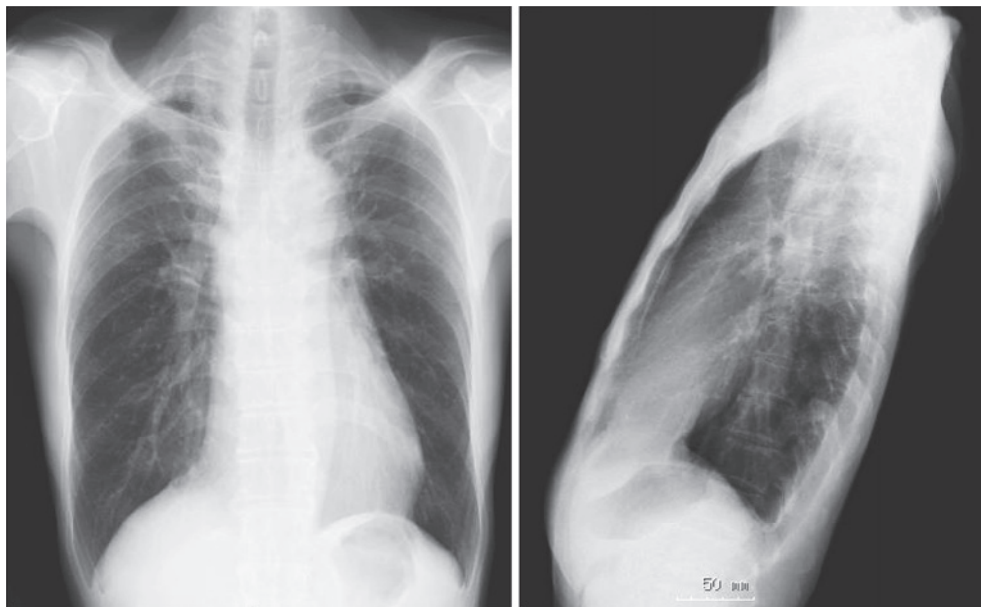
A chest radiograph on admission (at age 47) shows a straight back, bilateral apical infiltrative shadows and volume loss in the upper lobes.
